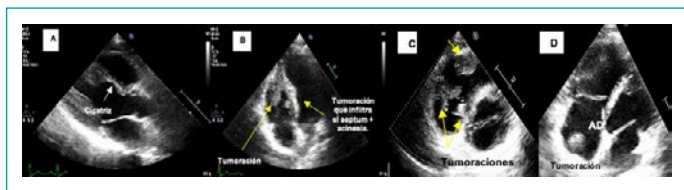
Ecocardiograma transtorácico. A. Proyección eje largo. B. Proyección apical 4 camaras enfocado a ventriculo derecho. C. Proyección eje corto. D. Apical 4 camaras enfocado a cavidades derechas.
